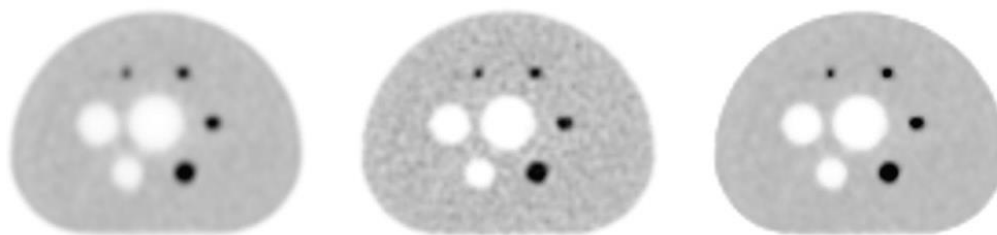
Imagens do Fantoma *NEMA* adquiridas com o *Discovery PET/CT 710*. A imagem da esquerda corresponde à reconstruída com OSEM e 2 iterações; a do meio com OSEM e 25 iterações e a imagem da direita reconstruída com *Q.Clear* (adaptado de (3))
